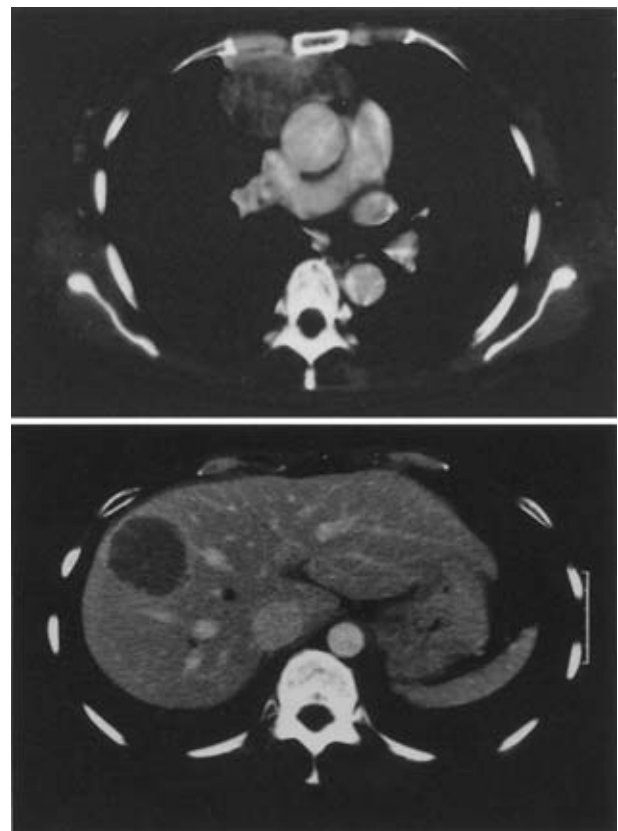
Chest CT on admission showing a tumor shadow in the anterior mediastinal space, suggestive of invasion of surrounding organs. Abdominal CT revealed tumor shadow in S8 of the liver.
